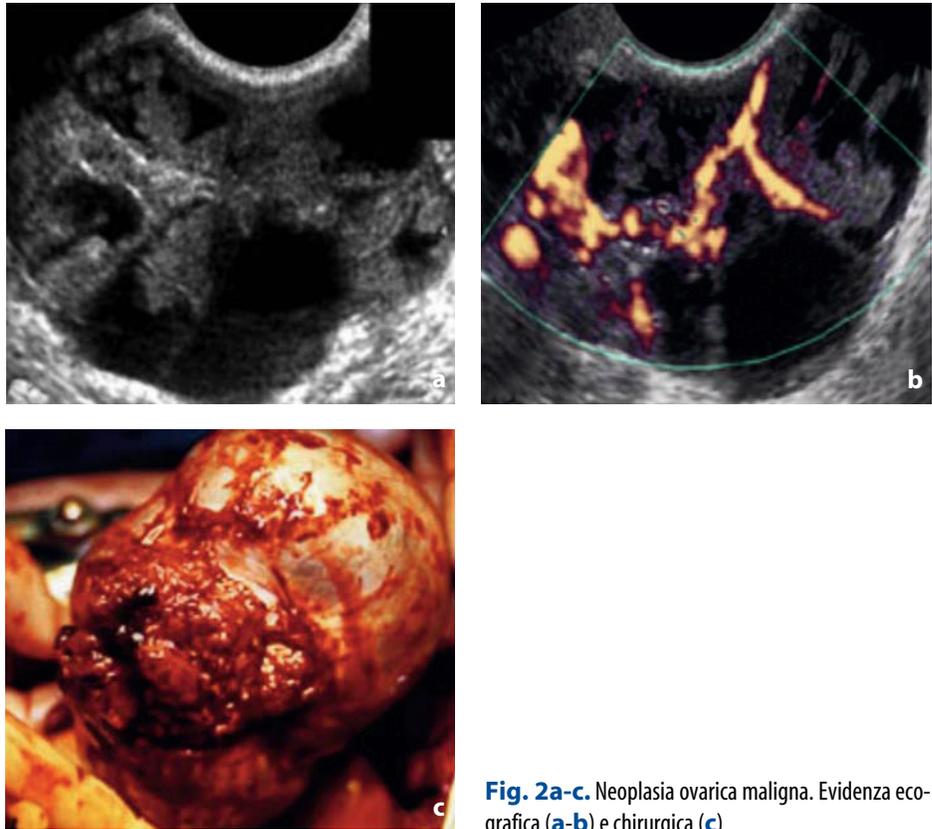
Neoplasia ovarica maligna. Evidenza ecografica (a-b) e chirurgica (c)
